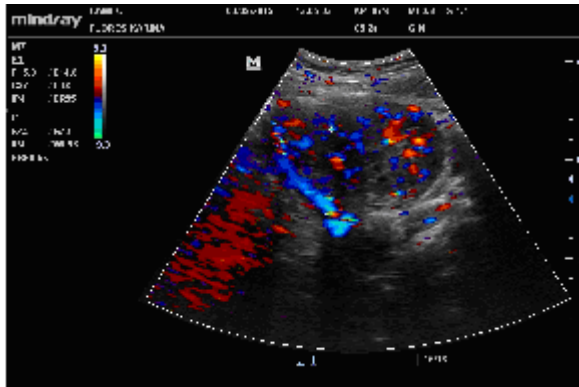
Doppler color tras la primer sesión. (Vascularización central del mioma)
